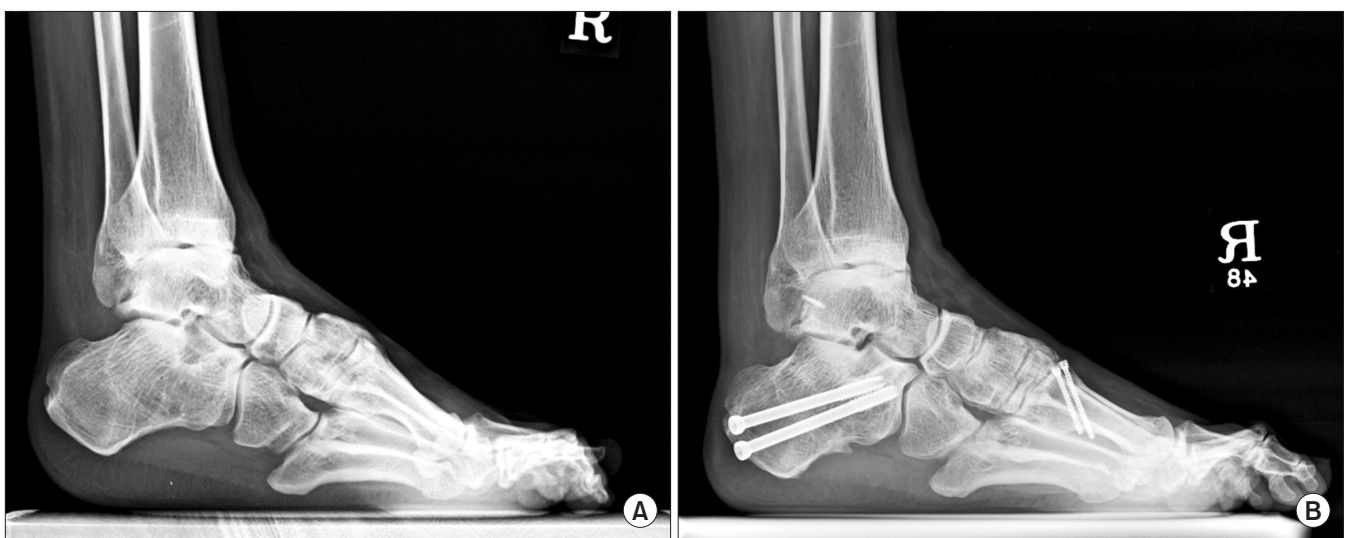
(A) The standing lateral radiograph of right foot showed a severe cavovarus deformity. Reconstruction of cavovarus foot was done with a calcaneal lateral closing wedge osteotomy, 1st metatarsal dorsiflexion osteotomy, plantar fascia release, Achilles tendon lengthening, a modified Broström operation and tibialis anterior tendon lateralization. (B) The standing lateral radiograph for 1-year follow-up after surgery showed a balanced and plantigrade foot.
